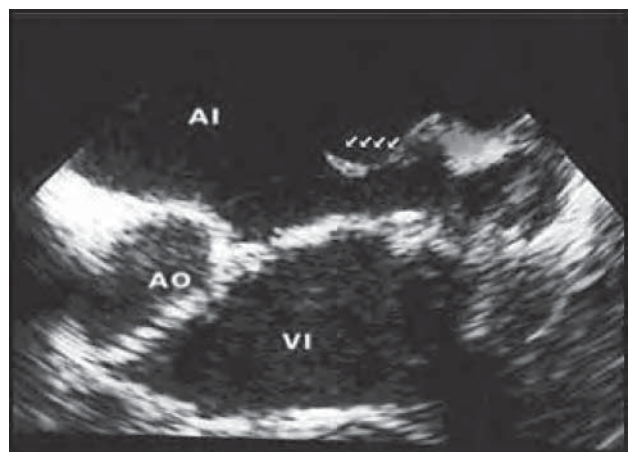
/7.- Ecocardiograma transeofágico. Plano transversal de la válvula mitral. Rotura de cuerda tendinosa. Las flechas muestran cómo durante la sístole la cuerda tendinosa rota y protruye en la aurícula izquierda.
